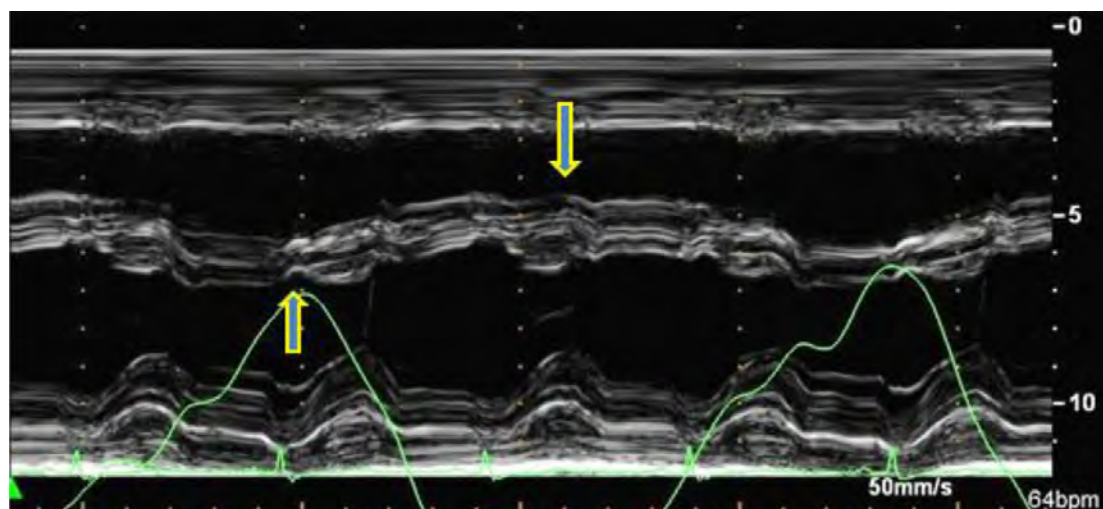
典型缩窄性心包炎患者的 M 型超声心动图显示室间隔在呼吸期间的运动，吸气时朝向左室（向上的箭头）而呼气时朝向右室（向下的箭头）。同步的呼吸运动记录显示在图像的底部。视频 15（www.onlinejase.com）显示了二维超声心动图在心尖四腔心切面的“间隔摆动”。
